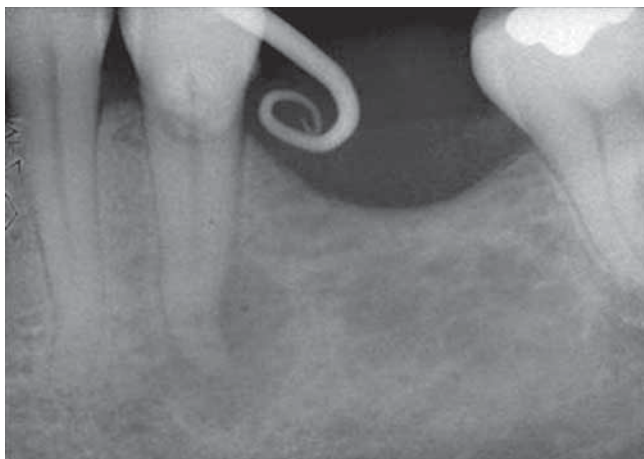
Radiografia preoperatoria di 3.5: si nota una grossa lesione periapicale.
